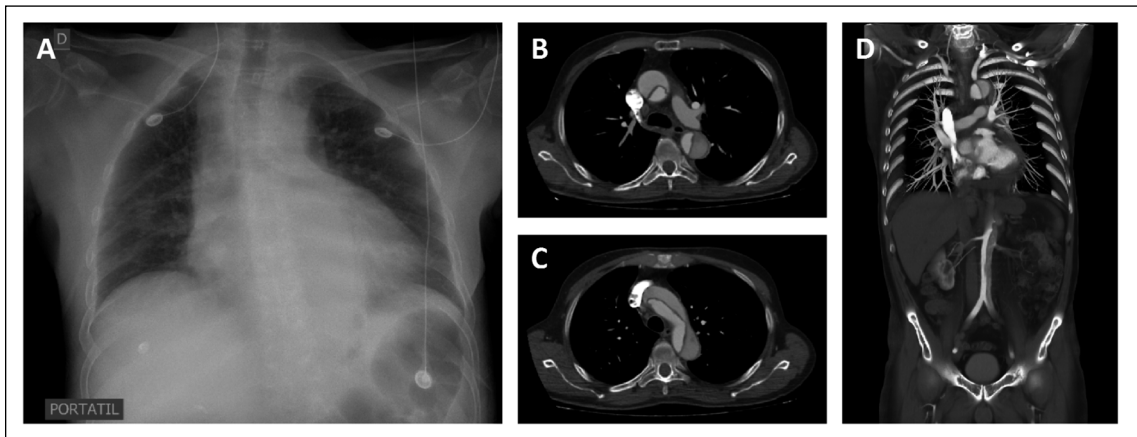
A. Radiografía de tórax portátil que descarta neumonía, neumotórax o derrame masivo. B, C y D. TCMC cortes axiales y reconstrucción coronal que muestran DA tipo A que se extiende hasta segmento infrarrenal.
